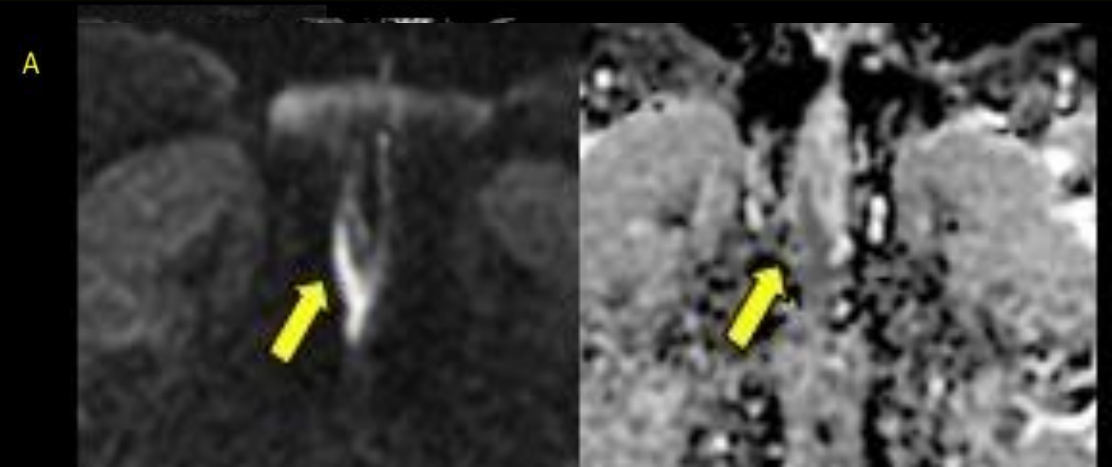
DWI b1000 y mapa ADC: alta restricción de tumor vulvar de 4 mm en labio mayor derecho
